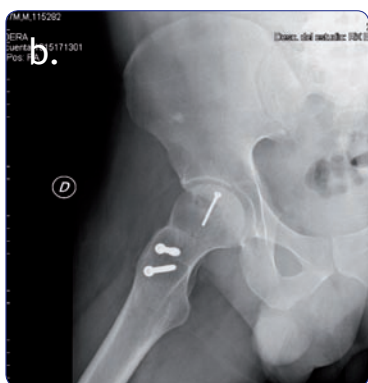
a, b. Radiografía final que evidencia la restitución de la superficie articular.
